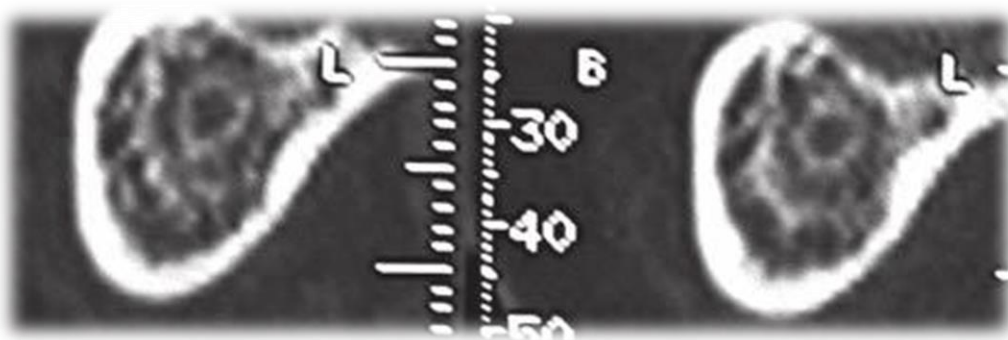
images tomographiques permettant d'apprécier la hauteur osseuse supracanalaire. (21)
